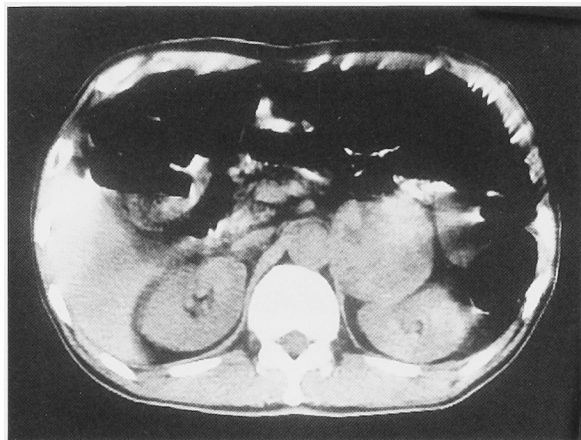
CT scan showed a left adrenal tumor.
